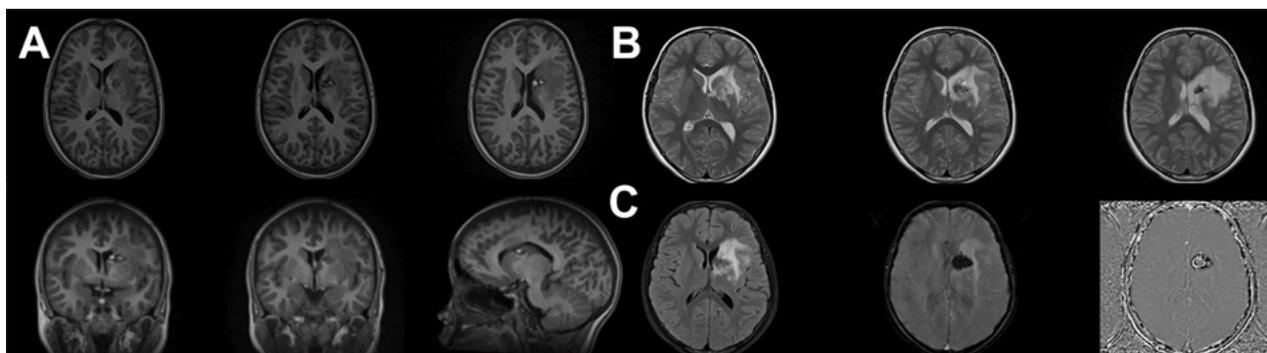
RMI en T1(A), T2 (B), FLAIR y secuencias de susceptibilidad magnéticas (C): Se observa la ubicación paracapsular y sobre el NC del Cavernoma y el edema perilesional remanente.
